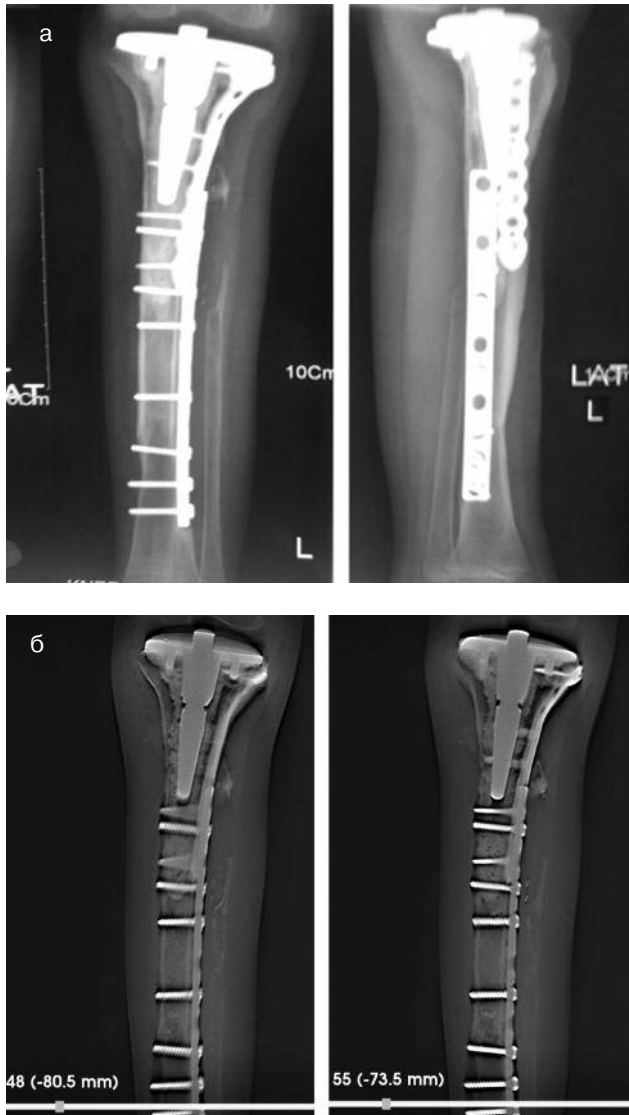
Хлопчик, 11 років, контроль після операції з приводу остеогенної саркоми: а – рентгенограми гомілки, б – томограми
